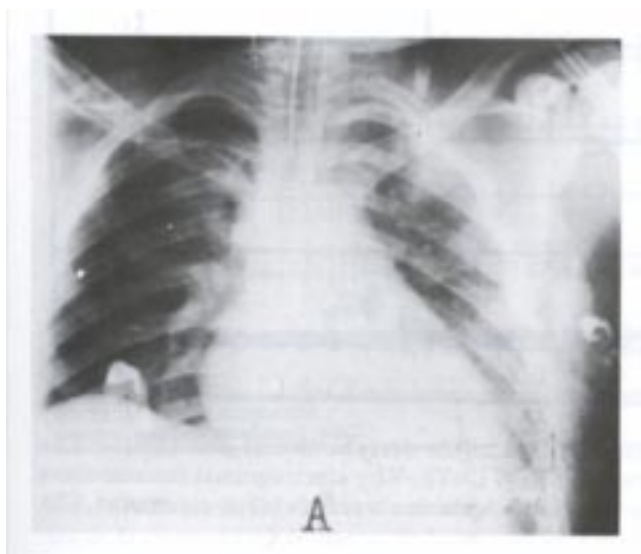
Paciente 3. Radiografía de tórax. Antes del tratamiento, cardiomegalia con datos de congestión pulmonar grave, intubado.
